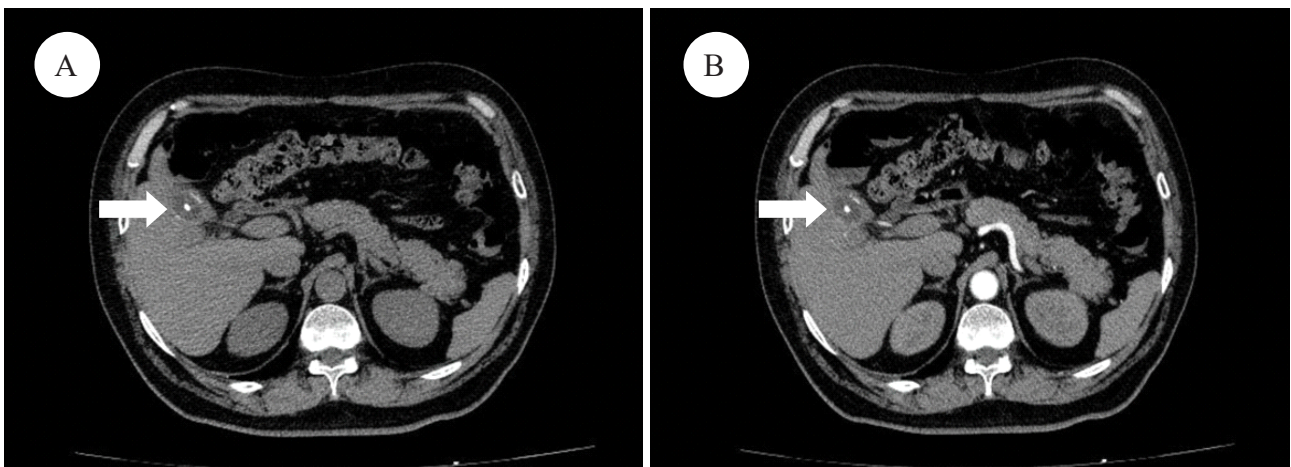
A: Tomografía abdominal sin contraste corte axial control a los 18 meses: presencia de vesícula biliar a mediana distensión con imagen de densidad cálcica en su interior. B: Tomografía abdominal fase arterial, ausencia de imagen captadora de contraste intravesicular, evidenciada en control previo.
